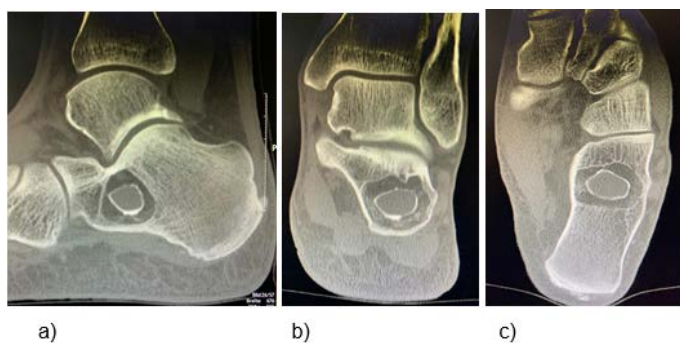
Sagittal (a), coronar (b) and axial (c) CT images show a well-defined calcaneal cystic lesion with a fat density and a bull eye shaped central ossification without thinning of the cortex, cortical penetration, or periosteal reactions of the cortical bone.
